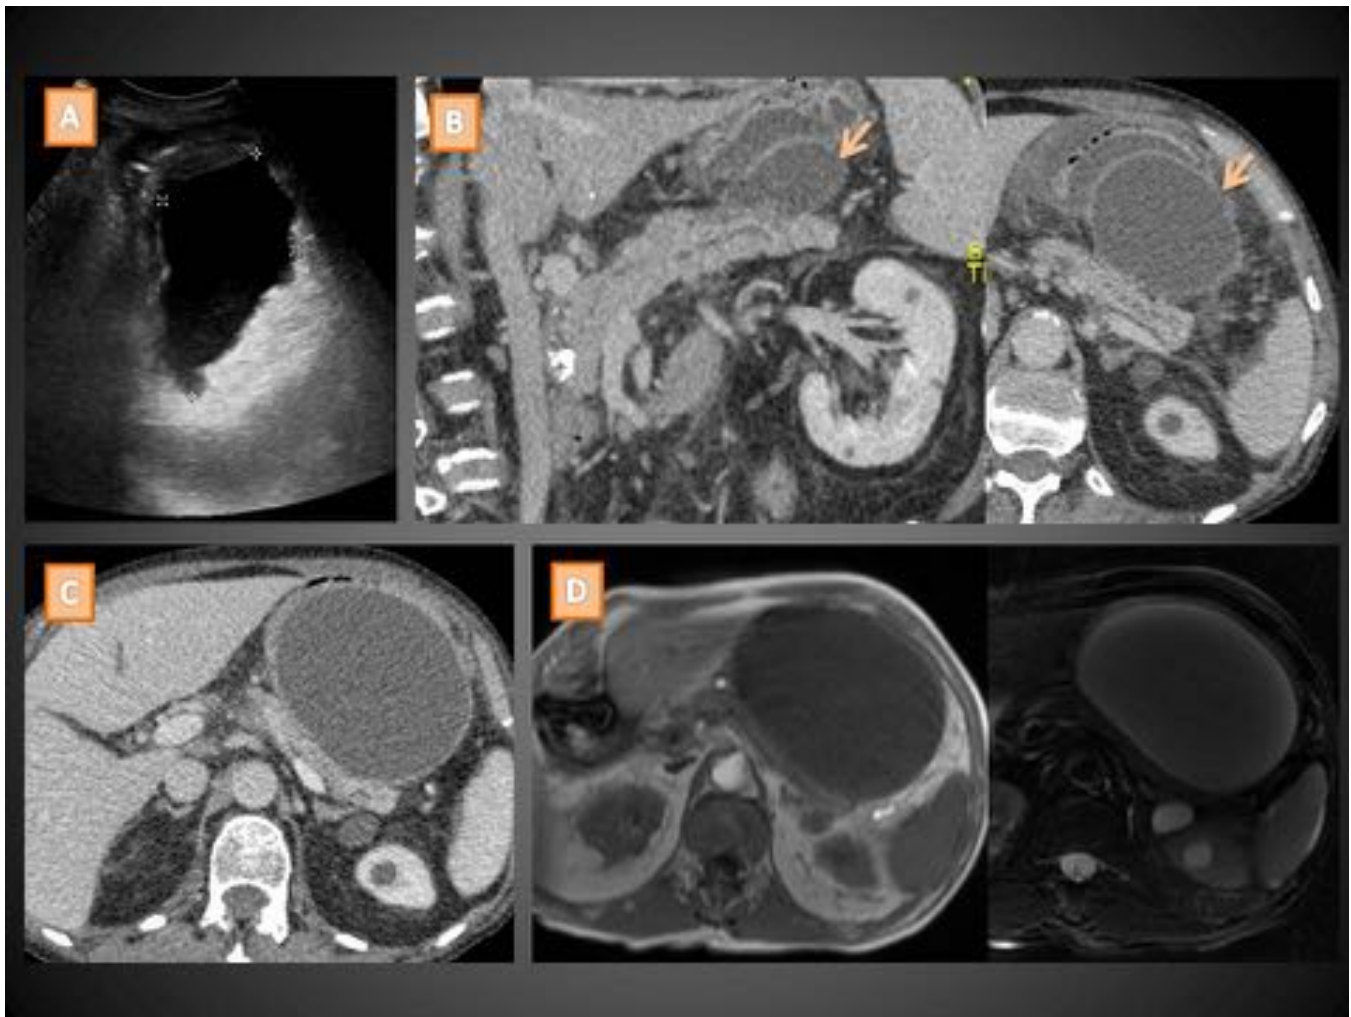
Varón de 66 años con PC etanólica que ingresa por dolor. En la ecografía (A) se aprecia una LQP adyacente a la cola de pared fina bien definida y anecoica salvo por algunos ecos declives. El TC (B) muestra calcificaciones en la cabeza pancreática, un conducto pancreático algo ectásico por su PC y la LQP (flechas cortas) compatible con pseudoquiste. En un TC de control a los 10 días (C) el pseudoquiste ha crecido. Su contenido por RM (D) es homogéneamente hipointenso en T1 e hiperintenso en T2.
